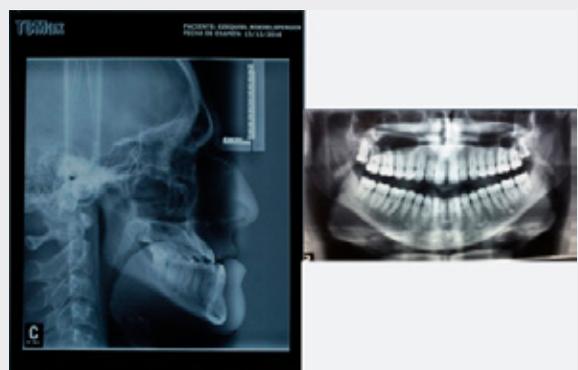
TELERRADIOGRAFÍA Y PANORÁMICA INICIAL
